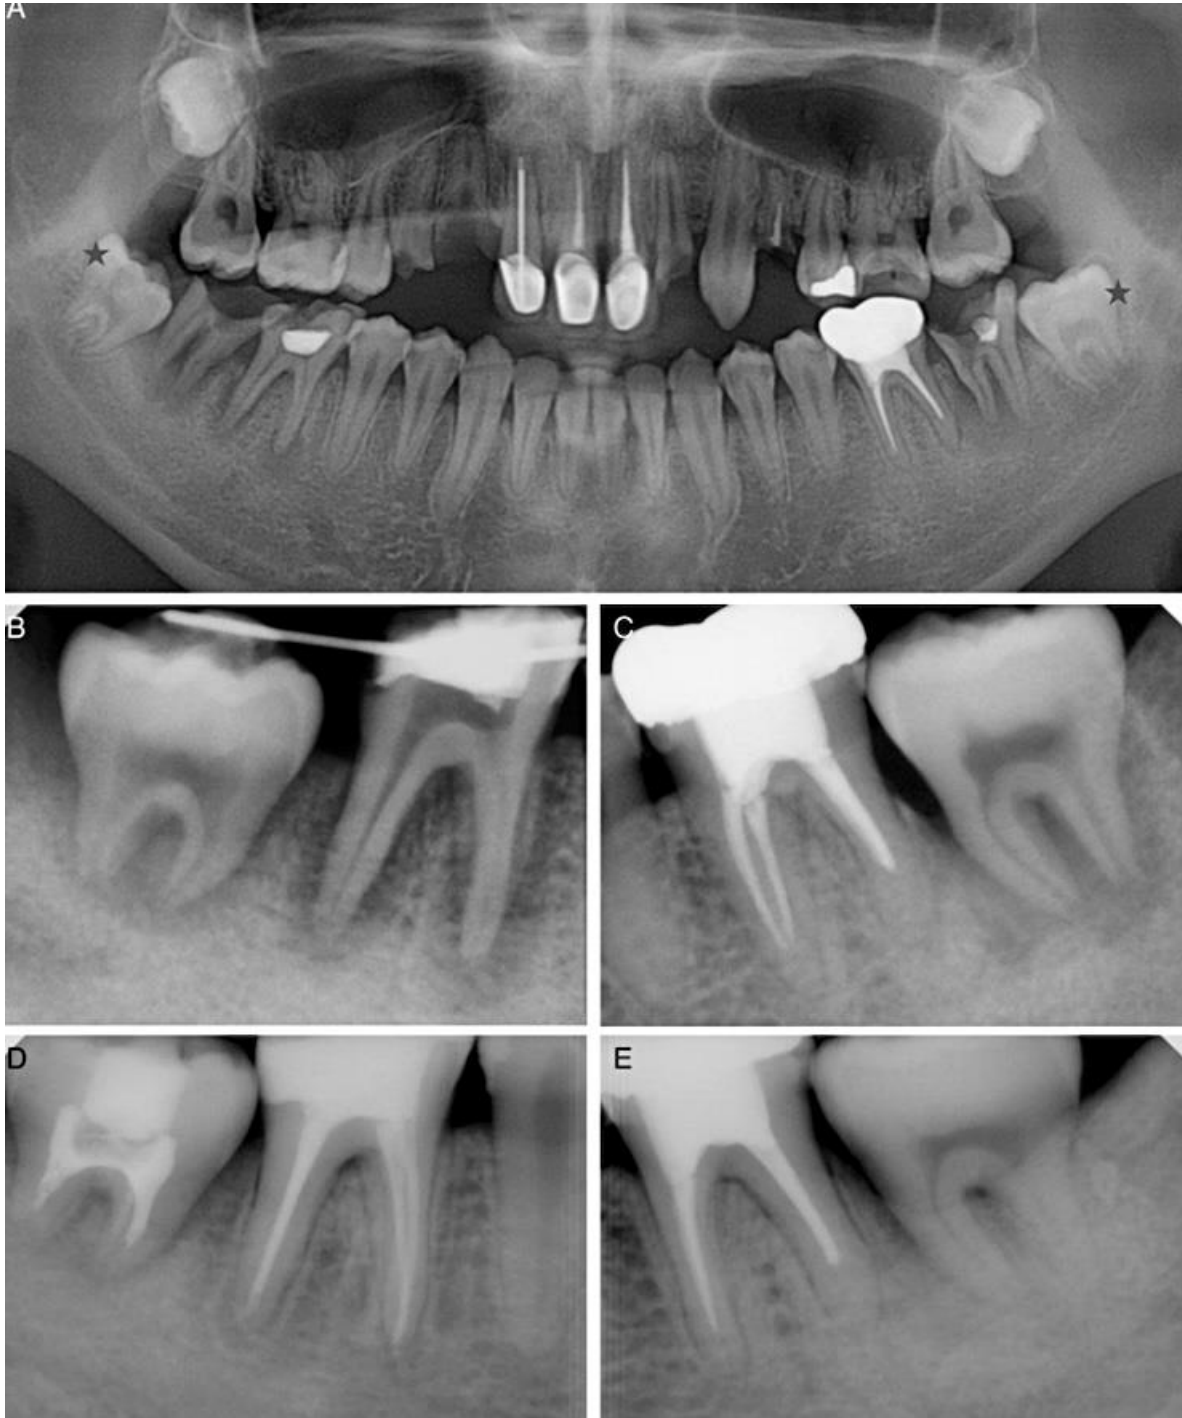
34: A) Radiografía panorámica preoperatoria; # 18 y # 31 (flecha) mostraron caries extensas alrededor del área de furca. Se planificó el trasplante de los dientes inmaduros impactados # 17 y # 32 (estrella). (B y C) Radiografías periapicales posoperatorias. Las etapas de desarrollo de las raíces fueron la etapa 4 y 5, respectivamente. (D y E) Dos años después del autotrasplante. Se realizó tratamiento de conductos en el n.º 32 porque el tamaño del ápice era inferior a 1 mm en la línea de base n.º 17, que tenía un ápice abierto de más de 1 mm y mostraba un cierre continuo del ápice y un estrechamiento del espacio pulpar. Ambos trasplantes fueron funcionales sin síntomas. (21)
